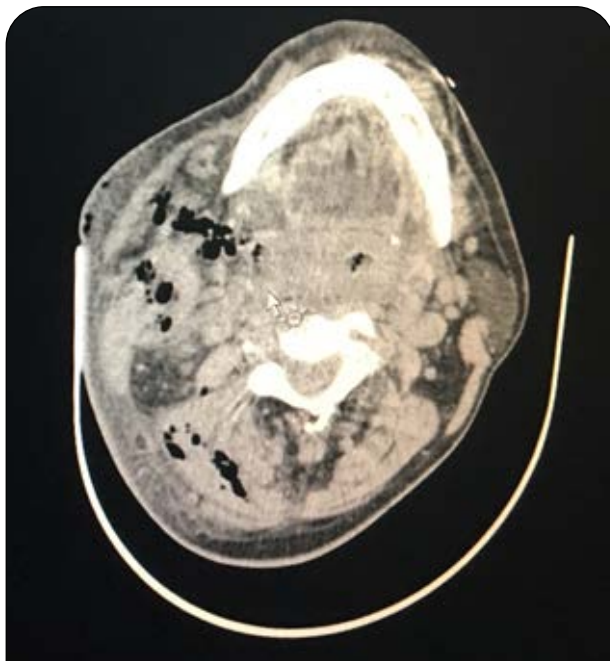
Burbujas de aire en la tomografía simple mostrando disección de los planos e invasión a los espacios maseterino, prevertebrales y vascular.
